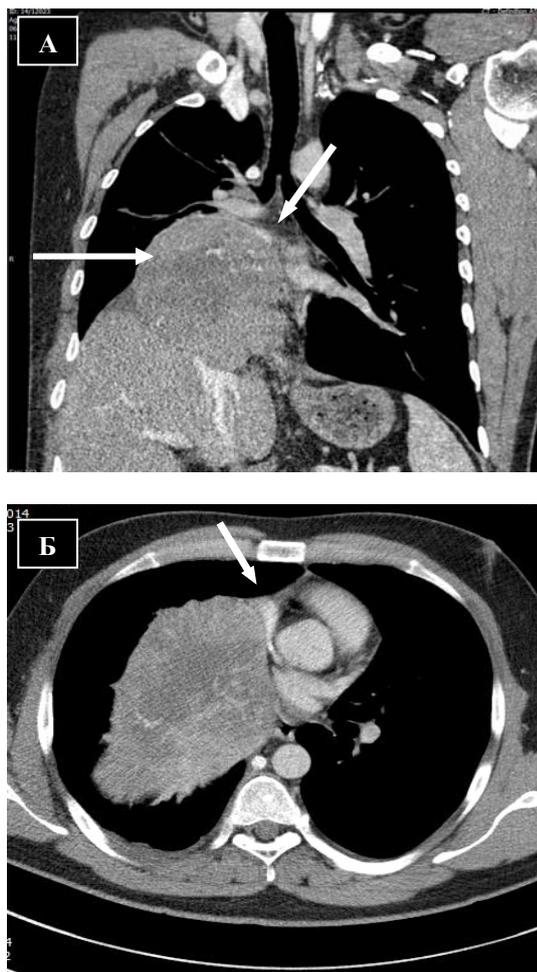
а-б. КТ органов грудной полости во фронтальной и аксиальной проекциях. Опухоль правого гемиторакса с компрессией правого легкого, верхней и нижней полых вен, правого и левого предсердий, диафрагмы.
